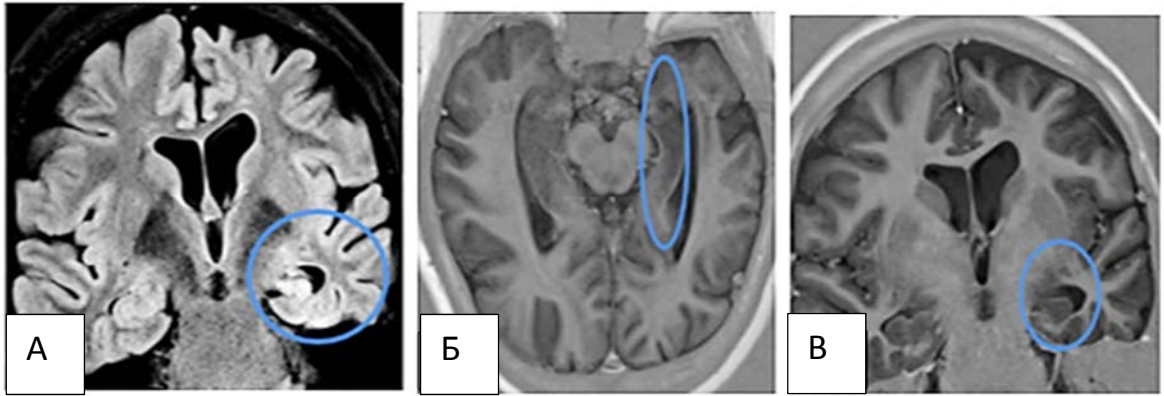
Склероз гиппокампа слева. Пациентка Е., 30 лет. МРТ в режимах FLAIR (А) в коронарной проекции демонстрирует гиперинтенсивный сигнал от области левого гиппокампа. Б, В – томограммы по T1 в аксиальной и фронтальной проекциях подтверждают его атрофию.
